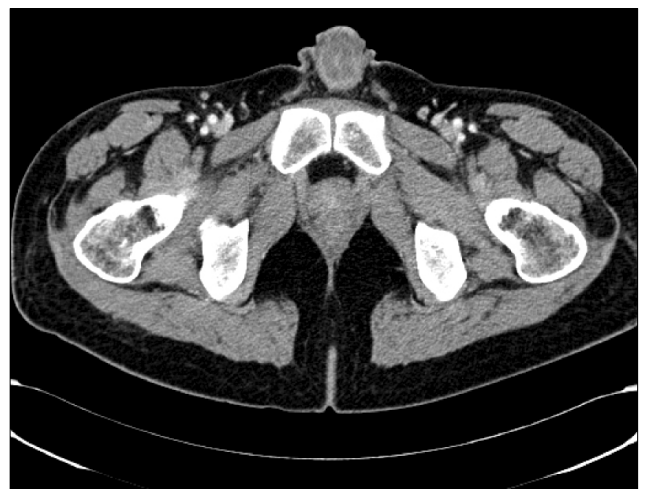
Follow up abdominopelvic computed tomography (1 year after operation). Totally improved prostate cavitation.
